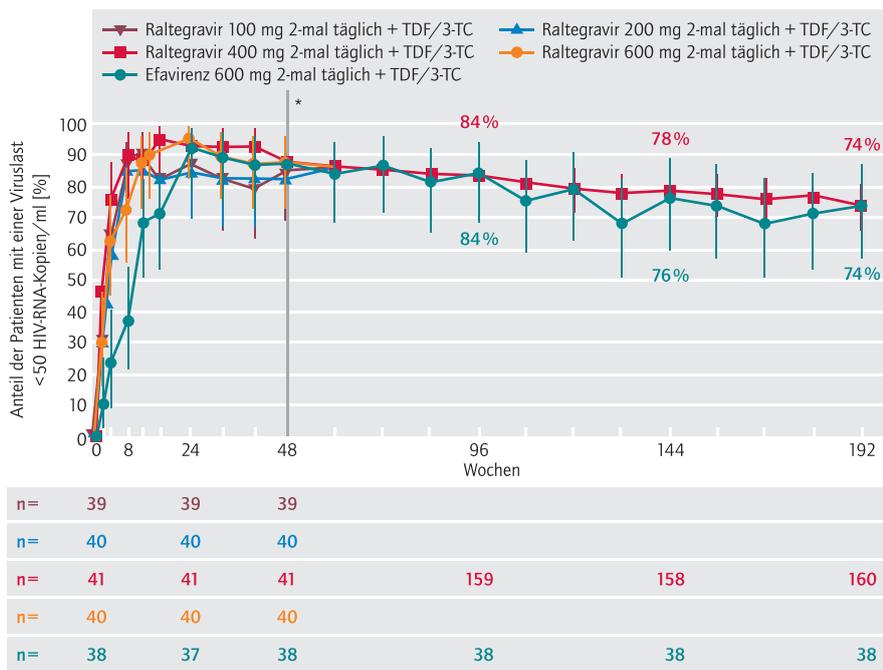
Phase-II-Studie (Protokoll 004; Intention-to-treat-Analyse; Therapieabbruch wurde als -versagen gewertet); Auch nach 192 Wochen ist die Kombinationstherapie (TDF/3-TC: Tenofovir/Lamivudin) mit Raltegravir virologisch der Kombinationstherapie mit Efavirenz nicht unterlegen [nach 2]
